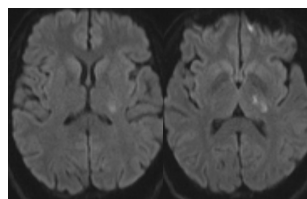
IRM cérébrale séquence DWI coupe axiale montrant un hypersignal touchant le bras postérieur de la capsule interne gauche
